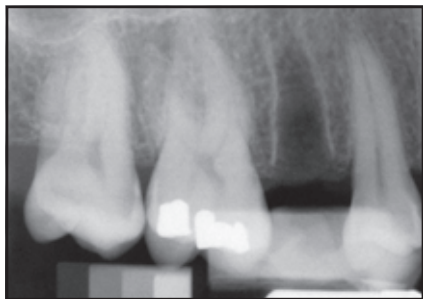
Standardisierte digitale Röntgenaufnahme unmittelbar nach der Zahnextraktion.
